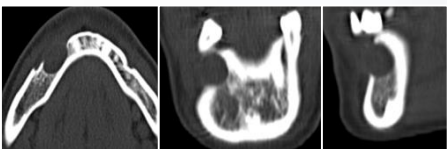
TC da recidiva: lesão hipertransparente com cerca de 14-15 mm de maior eixo sagital e ampla erosão da tábua externa, com limites regulares e preservação do trabeculado marginal.
